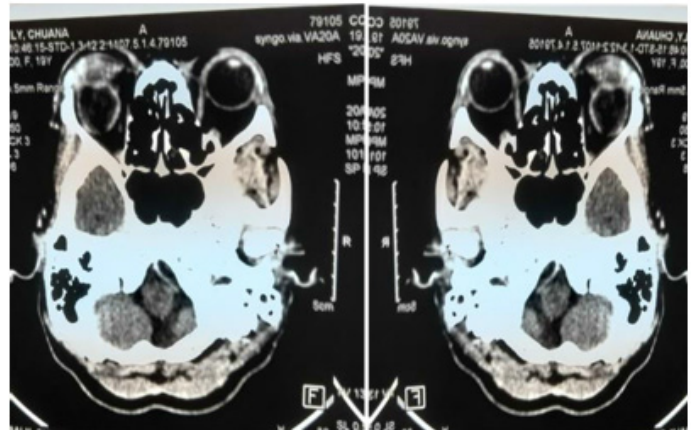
CT scan showing persistent right exophthalmos associated with fronto-orbital empyema.
